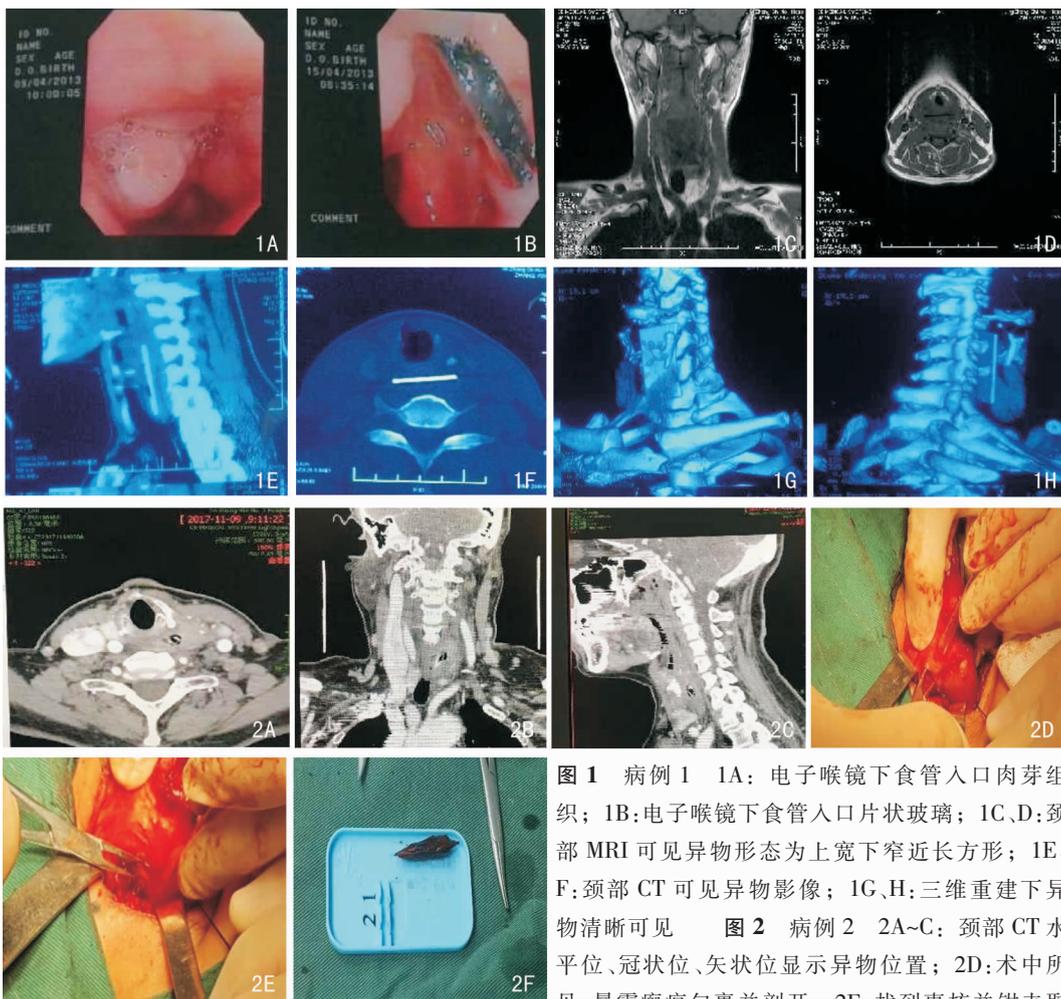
病例1 1A:电子喉镜下食管入口肉芽组织;1B:电子喉镜下食管入口片状玻璃;1C、D:颈部MRI可见异物形态为上宽下窄近长方形;1E、F:颈部CT可见异物影像;1G、H:三维重建下异物清晰可见 图2 病例2 2A~C:颈部CT水平位、冠状位、矢状位显示异物位置;2D:术中所见,暴露瘢痕包裹并剖开;2E:找到枣核并钳夹取出;2F:完整取出枣核
